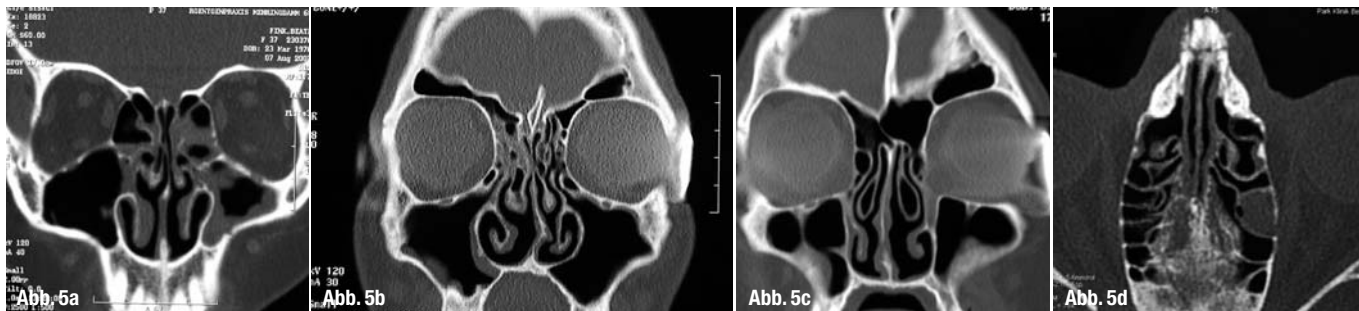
Koronares CT. Koronarer Schnitt in Höhe des vorderen Siebbeins. Die Pneumatisierung erstreckt sich vor allem auf die Labyrinth, große Bulla ethmoidalis, Schleimhautschwellung im vorderen Siebbein, im Infundibulum ethmoidale und der Kieferhöhle links. Gering pneumatisierte mittlere Muschel rechts, Concha bullosa. Abb. 5b Koronares CT. Koronarer Schnitt in Höhe des vorderen Siebbeins. Die Stirnhöhlen sind bereits angeschnitten. Es zeigt sich eine feinzellige, „wabenhörmige“ Pneumatisierung mit Haller'schen Zellen im Infundibulum ethmoidale und einer Concha bullosa rechts. Abb. 5c Koronares CT. Schnitt in Höhe des vorderen Siebbeins. Die Pneumatisierung erfolgt im Wesentlichen durch zwei große Conchae bullosae. Abb. 5d Axiales CT. Isolierte Schleimhauterkrankung einer retrobullösen Zelle links.
